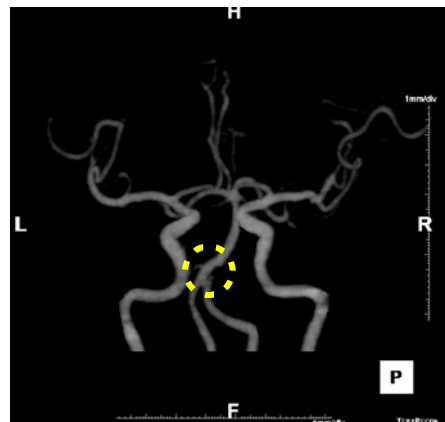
2016.05.05 Computed tomography angiography.
